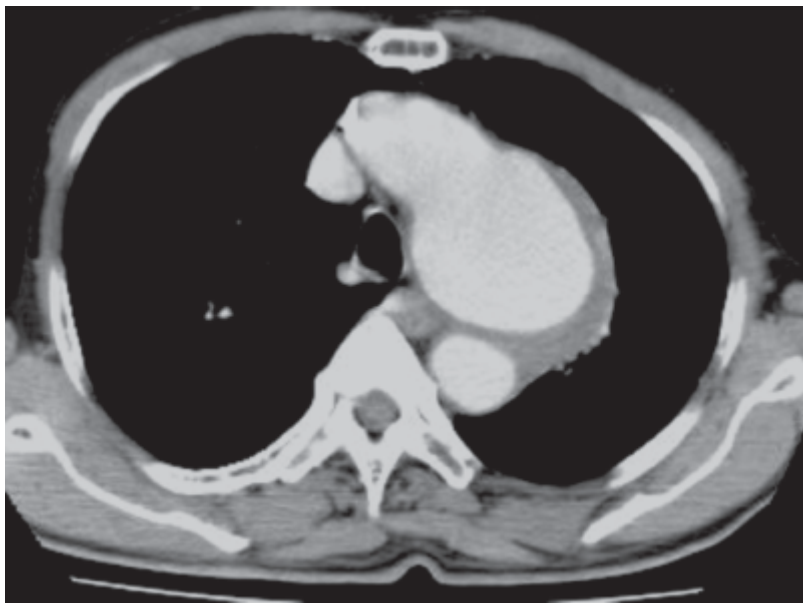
Aneurisma da aorta. Tomografia computadorizada de tórax, mostrando dilatação aneurismática da aorta.
